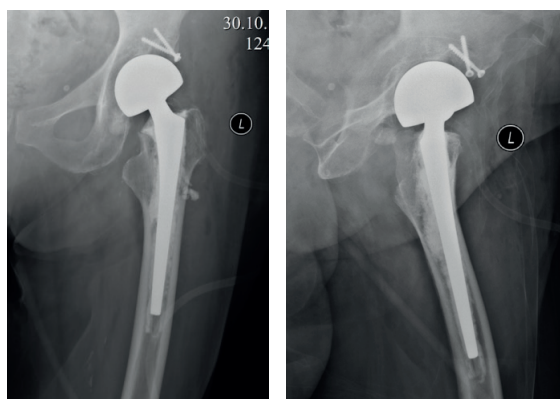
Рентгенограмма левого тазобедренного сустава спустя 1 месяц после операции (прямая и боковая проекция)
